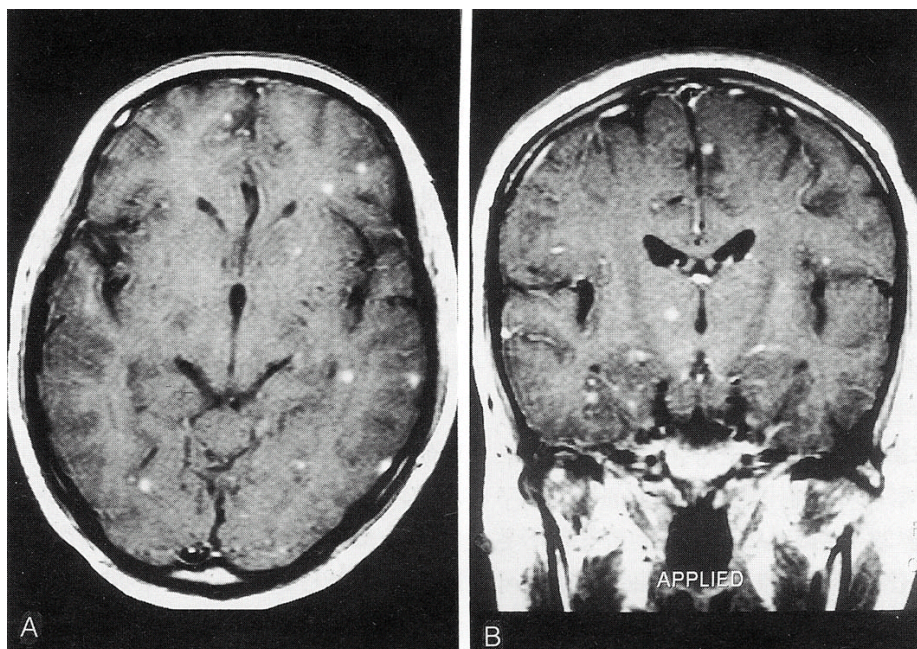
Axial (A) and coronal (B) postcontrast T1-weighted MR scans of brain that demonstrate prominent enhancement of basal cistern and cerebral convexity and multiple small nodular enhancement.
